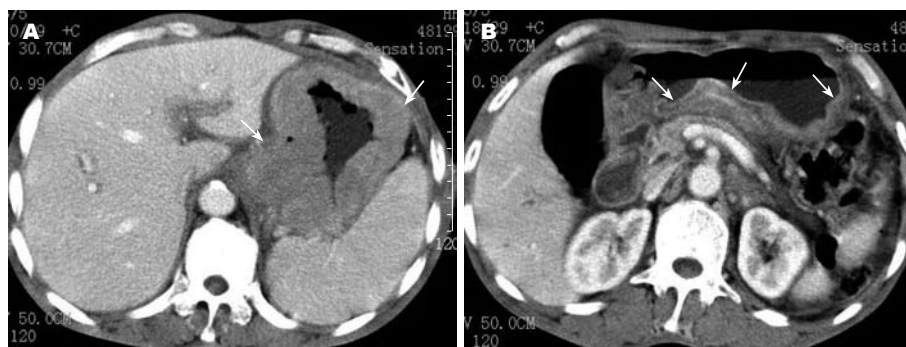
弥漫浸润型原发性胃淋巴瘤CT图像. A: 胃底、胃体壁增厚(箭头); B: 胃体、胃窦壁增厚(箭头).
